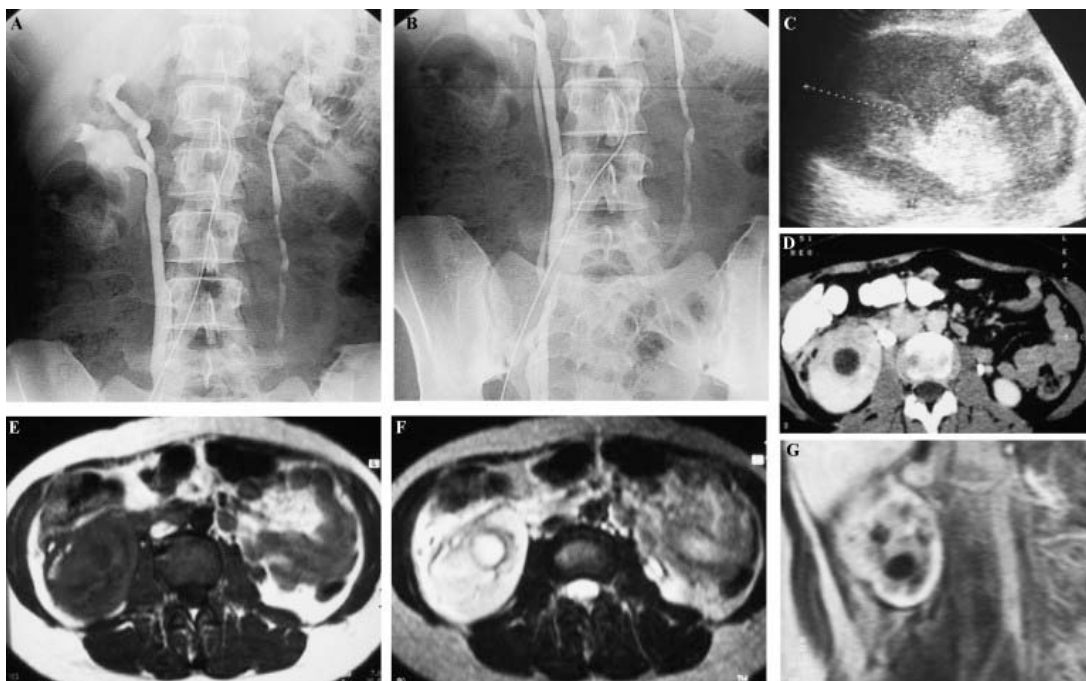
(A) et (B) : urographie intraveineuse : anomalie malformative à type de duplicité urétérale associée à une pyélonéphrite xanthogranulomateuse focale ; (C) : l'échographie retrouve une masse hypoéchogène pseudotumorale du pôle inférieur du rein droit, se rehaussant de manière hétérogène au scanner avec collection liquidienne centrale et infiltration de la graisse périrénale ; (D) : coupes axiales en pondération T1 (E) et T2 (F), et sagittales après injection de gadolinium ; (G) : signal liquidien de la collection (hyposignal T1 et hypersignal T2) et rehaussement pseudotumoral périphérique hétérogène.
